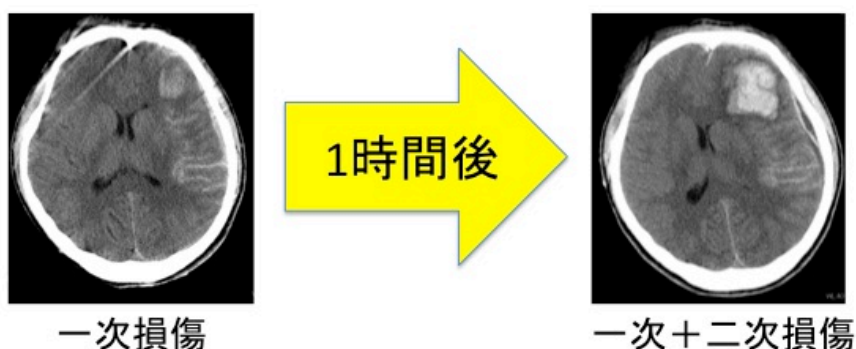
初回の頭部 computed tomography (CT) より1時間後の頭部 CT follow up における、二次損傷による重症化。
